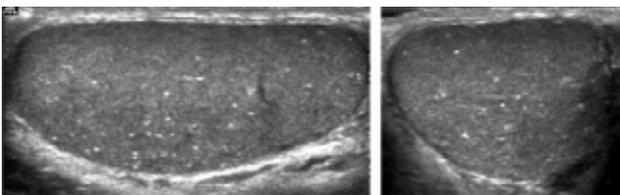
Tipico aspetto ecografico a cielo stellato della microlitiasi testicolare. *Typical starry sky echographic pattern of testicular microlithiasis.*
